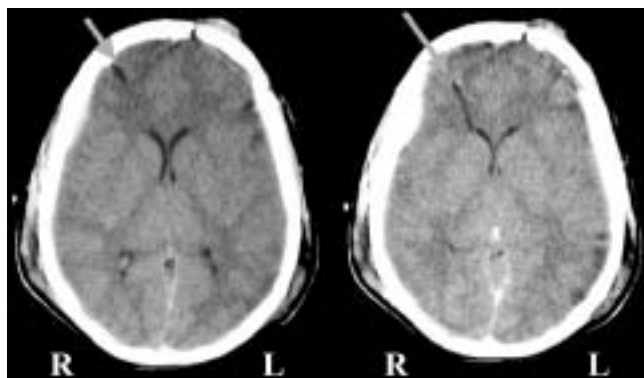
Computed tomography scans obtained in a patient with an evacuated left frontal contusion. An intraparenchymatous ICP sensor was inserted into the left hemisphere; brain tissue PO₂ and microdialysis catheters were inserted in the right hemisphere. The arrows show the location of the microdialysis catheter, into which a small quantity of air was injected before removal.
